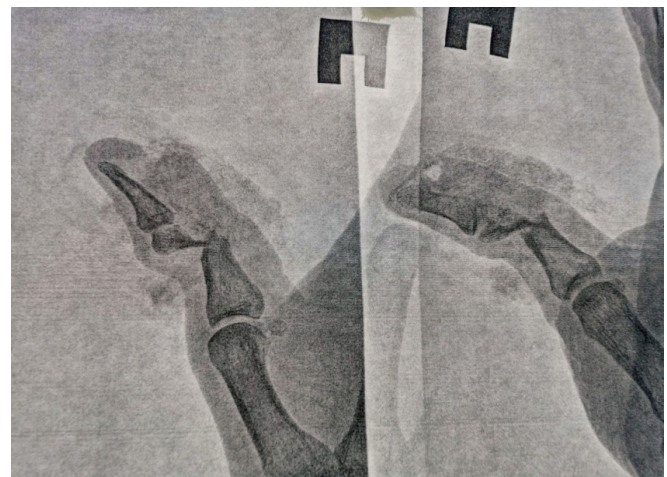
Рентгенограмма первого пальца правой кисти в двух проекциях: оскольчатый перелом головки основной фаланги первого пальца правой кисти со смещением отломков, вывих ногтевой фаланги
